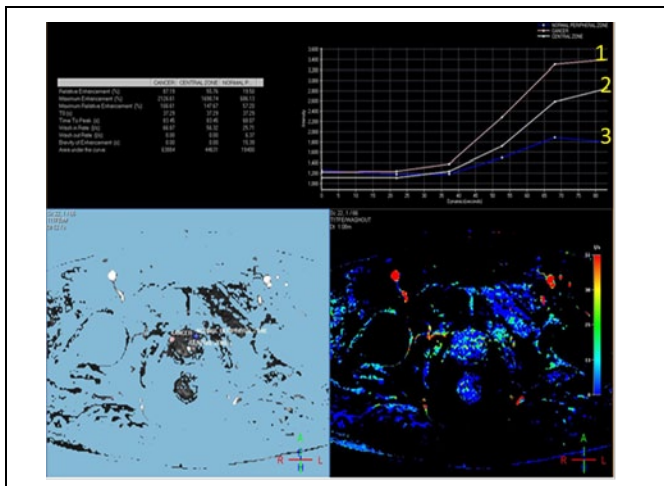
Пример обработки данных перфузии у пациента с РПЖ.
